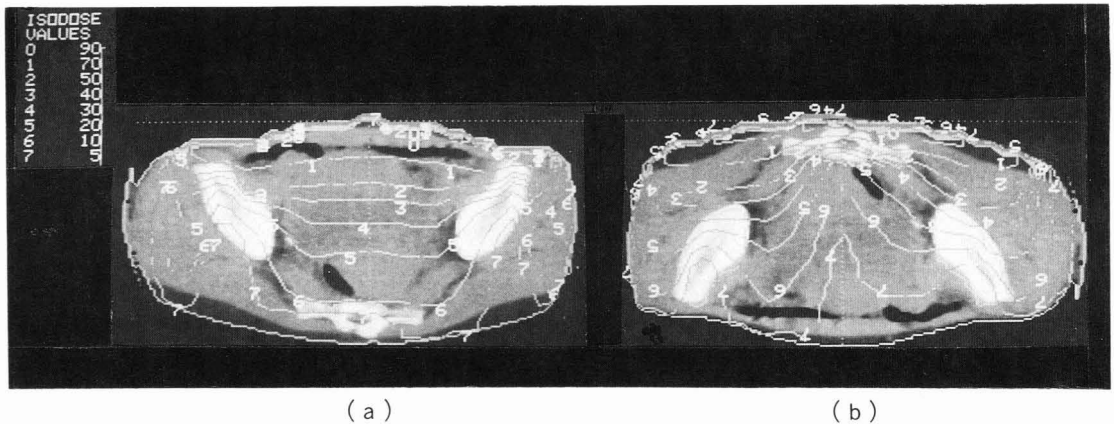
Isodose curves shown on CT images of pelvic cavity. Image (a) and (b) show isodose curves in ventro-dorsal projection and in dorso-ventral projection.
